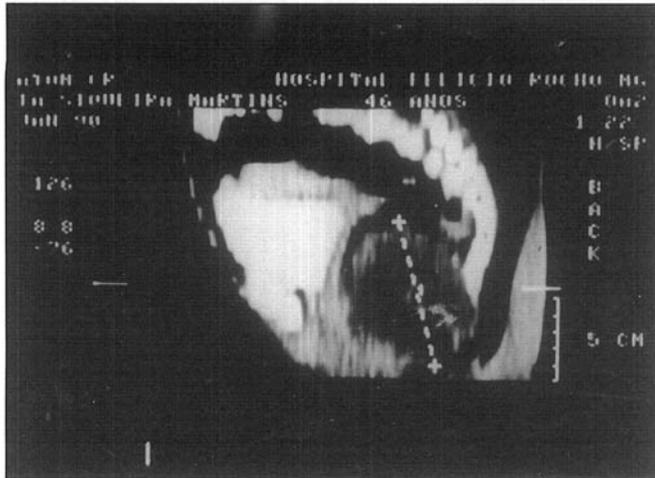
Tomografia pélvica: imagem de corte sagital esquerdo da pelve após administração oral e venosa de iodo, evidenciando um tumor cístico de aproximadamente 10 x 10 x 7 cm de diâmetros, situado entre o sacro e o reto, esmagando e deslocando o reto no sentido ântero-lateral direito.
